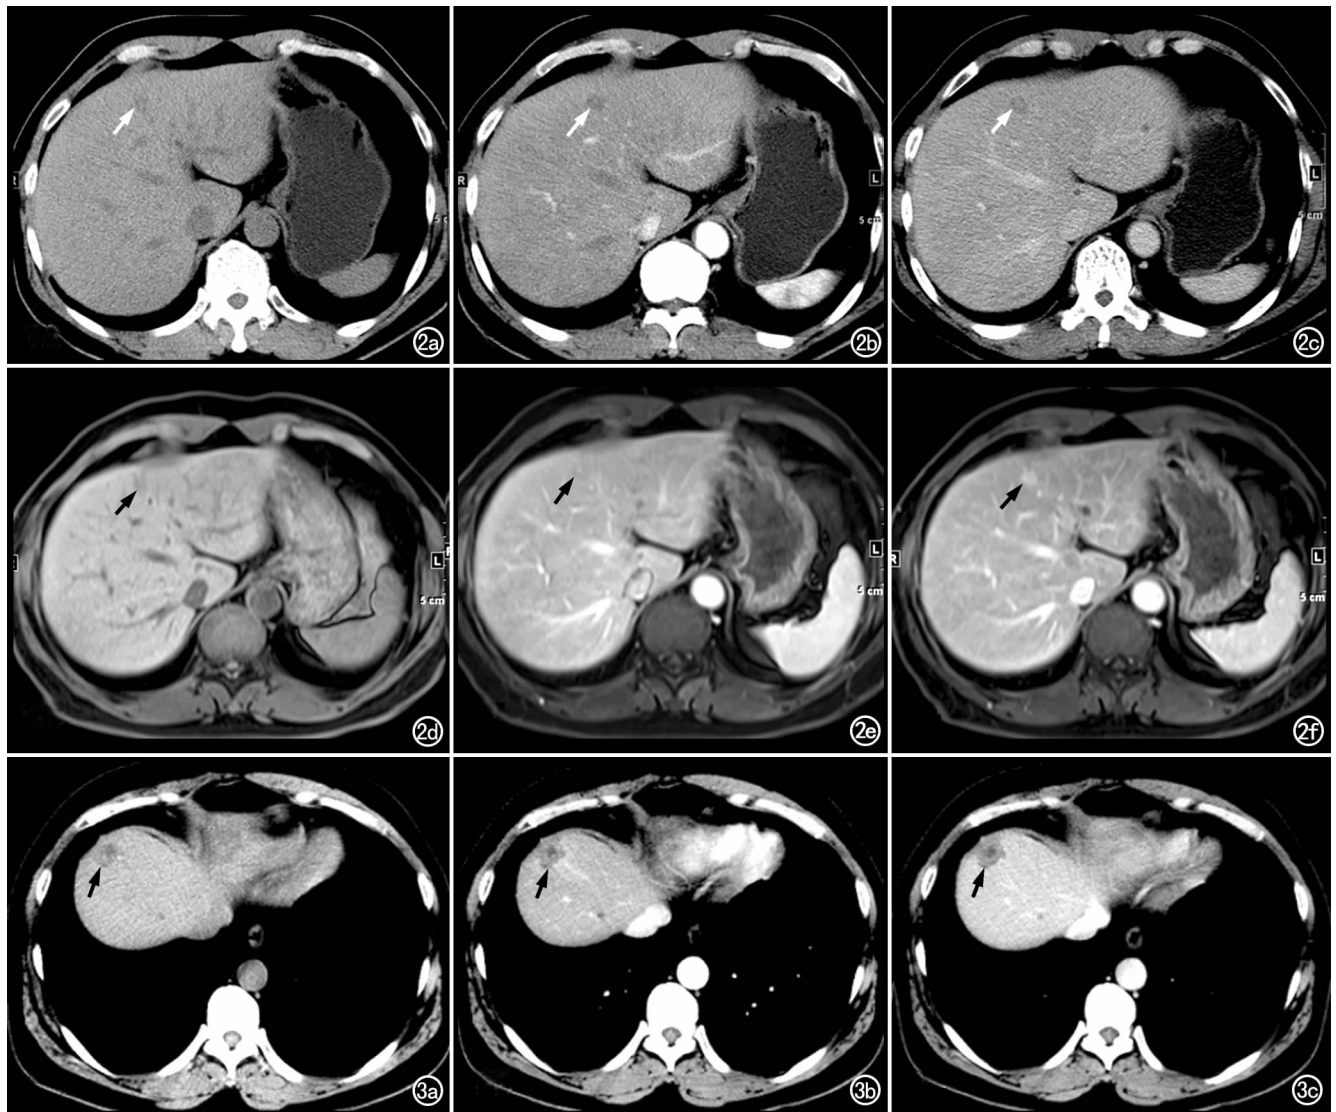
肝左内叶局灶性 HP。a) 平扫 CT 示肝左内叶小类圆形低密度灶(箭),边界模糊,CT 值约 49 HU; b) 增强动脉期显示病灶中心点状强化,呈“靶心征”(箭),CT 值约 58 HU; c) 门静脉期显示病灶强化范围呈离心样向周围扩展(箭),CT 值约 83 HU,病灶大小约 1.2 cm×1.0 cm; d) T₁WI 示病灶呈低信号(箭); e) 增强门脉期显示病灶中心呈点状强化(箭); f) 延迟期显示病灶内强化范围进一步增大,呈“离心性”强化(箭)。
